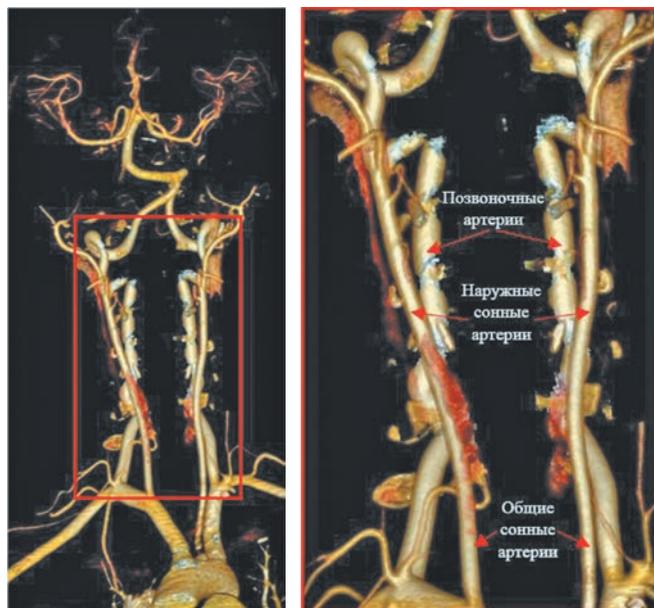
Церебральная КТ ангиография (режим — объемный рендеринг, volumerendering). Вид спереди.
